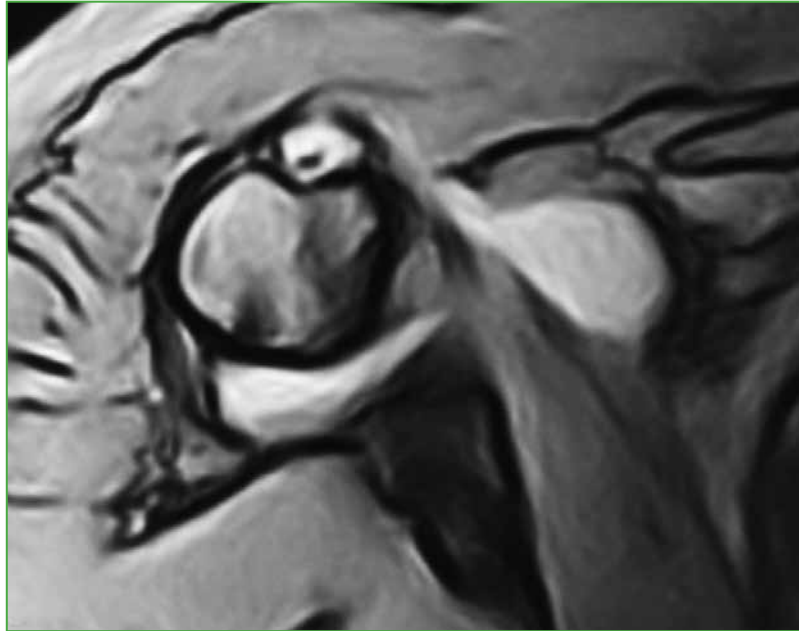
Resonancia magnética, corte axial. Se observa tendinitis de la porción larga del bíceps.
